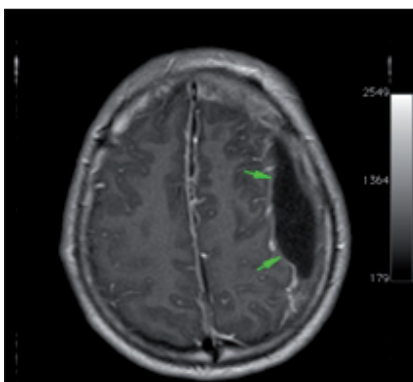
Resonancia magnética. Fase T1. Empiema subdural izquierdo de 9 x 2 cm (flechas). Gran desplazamiento de masa encefálica.
